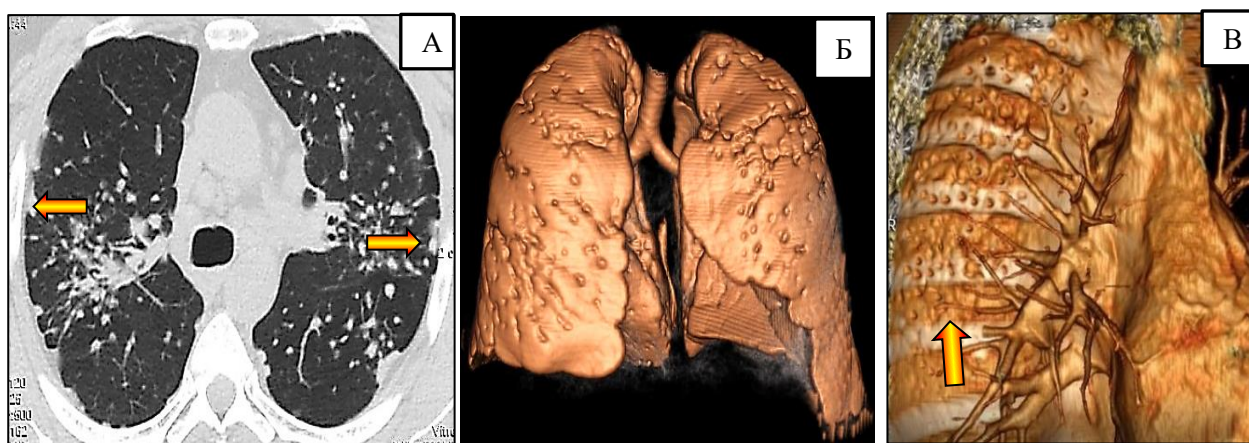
КТ диагностика поражения плевры при саркоидозе: (А) – аксиальная плоскость, толщина среза 3 мм; стрелками указаны очаговые и бляшковидные уплотнения на плевре; (Б) – поверхностный рендеринг (Surface Shaded Display) висцеральной плевры – определяются двухсторонние очаговые гранулематозные уплотнения. (В) – объемный рендеринг (Volume Rendering), визуализация костальной плевры, дифференцируются мелкоочаговые гранулематозные уплотнения (стрелка).
